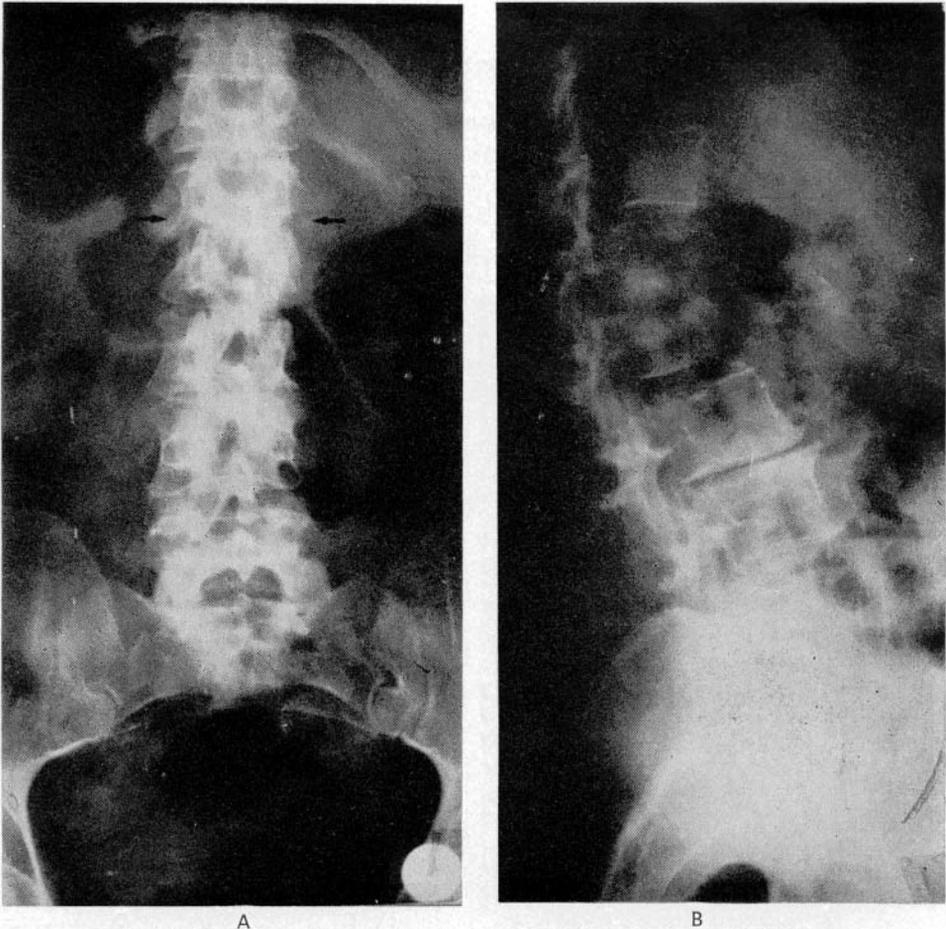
Angela L. a-b) Radiografía raquídea lumbar (5-V-76). Lesiones osteolíticas de la I, II y III vértebras lumbares con parcial hundimiento vertebral. Áreas de esclerosis ósea perifocal; escasa y sólo secundaria participación de los discos.
